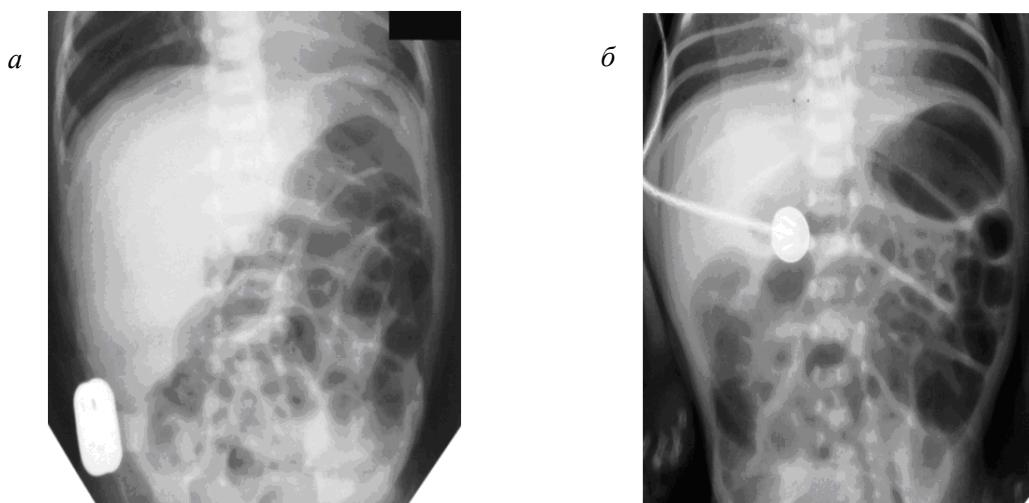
Оглядові рентгенограми ОЧП недоношених немовлят з некротичним ентероколітом 1-ї стадії: а – нерівномірне здуття кишечника, петлі у вигляді «скоб», збільшення печінки; б – нерівномірне здуття петель кишечника та потовщення стінок
